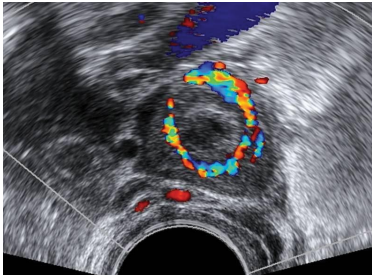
Imagen de un ovario con un cuerpo lúteo. En su interior se observa contenido heterogéneo. El estudio Doppler color muestra vascularización periférica en "anillo de fuego".
